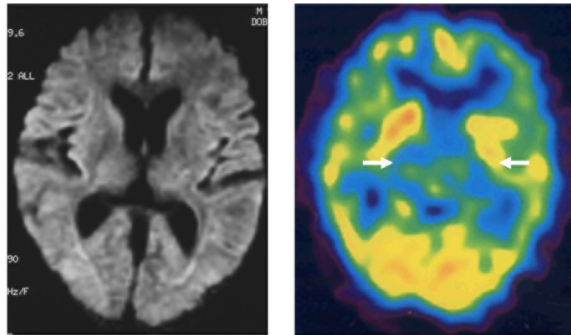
MM2視床型の特徴。拡散強調MRIで高信号は出現せず、SPECTで視床の血流低下を認める。
